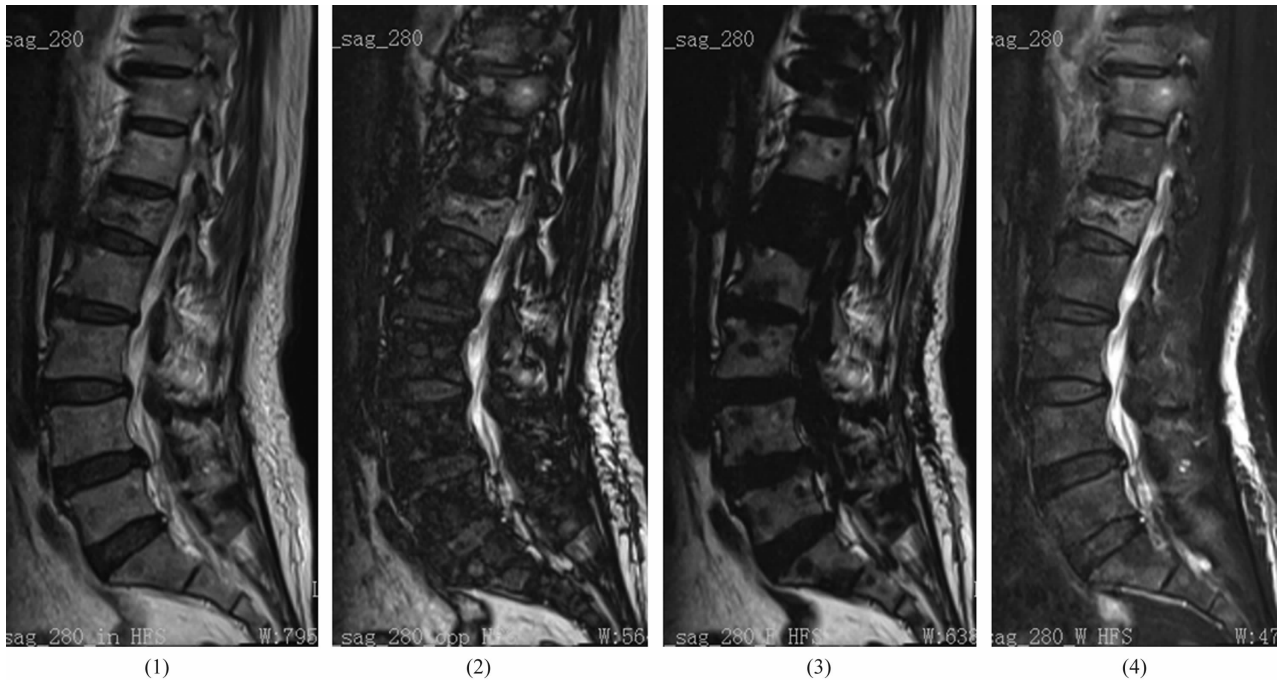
L₁ 椎体压缩性骨折 MRI 水-脂分离 Dixon 技术获取图像
